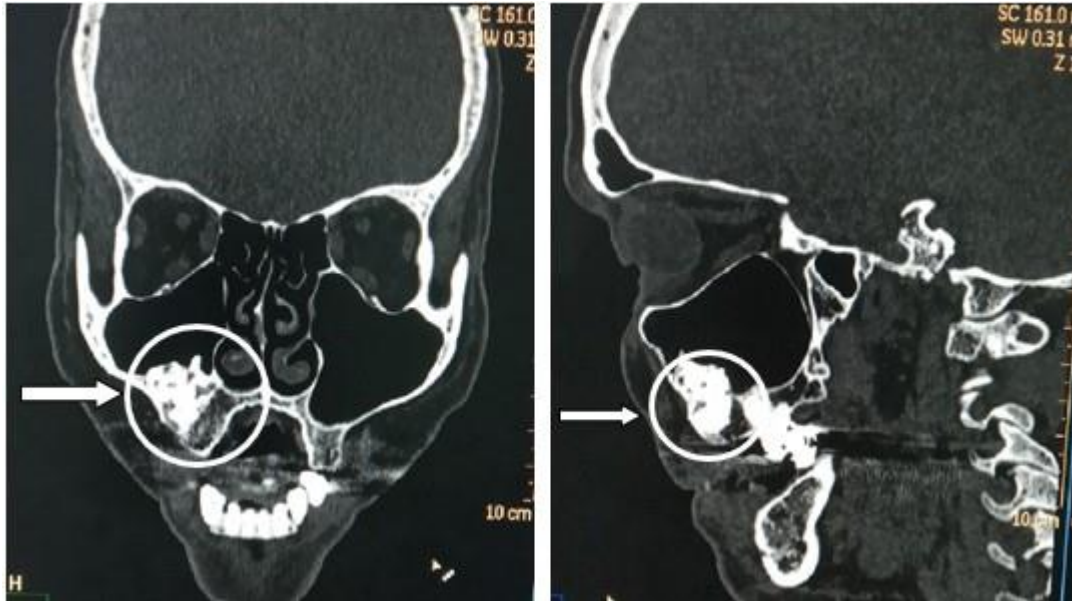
TAC simple de macizo facial: Odontoma complejo del maxilar derecho en reconstrucciones coronales (A) y sagitales (B).
